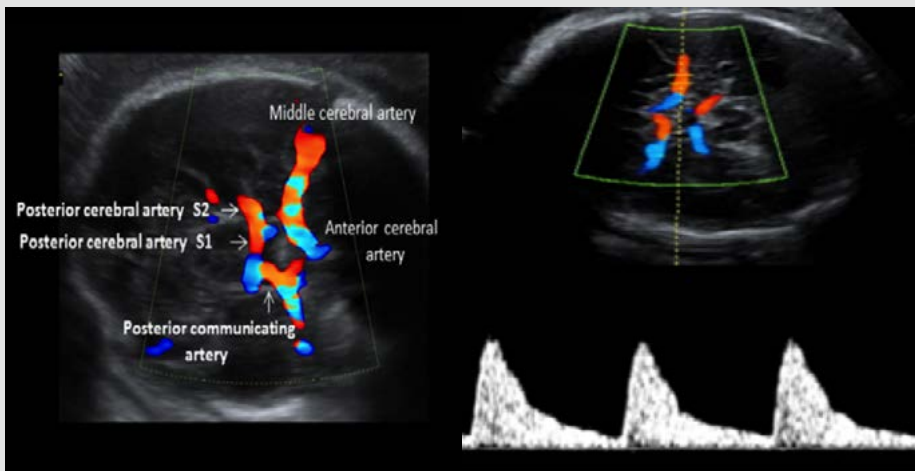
Mapa Doppler color de la vascularización en el polígono de Willis y Doppler pulsado normal de la ACM. Se observan la ACM, ACA y ACP.
